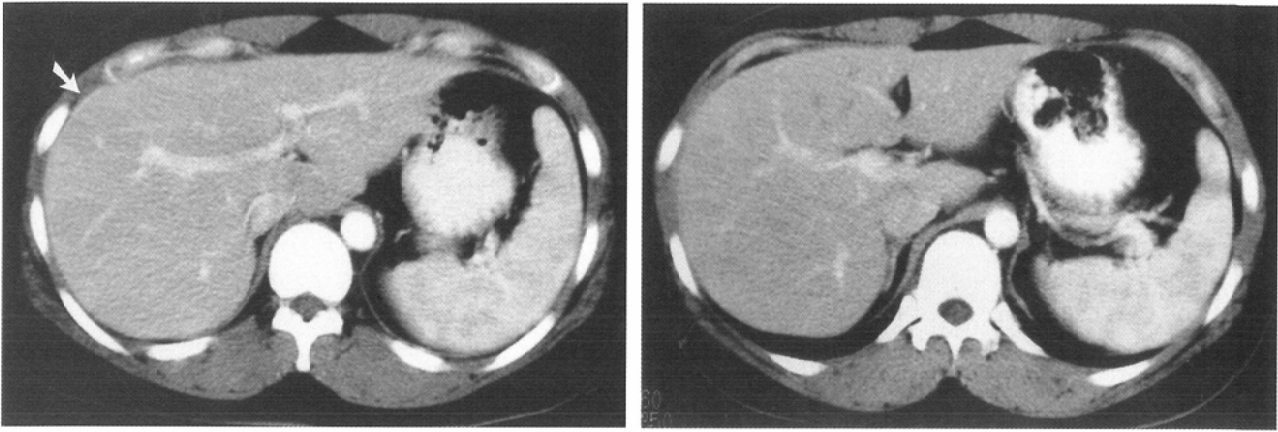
Abdominal enhanced CT on early phase in 31-year-old woman (case 3).
